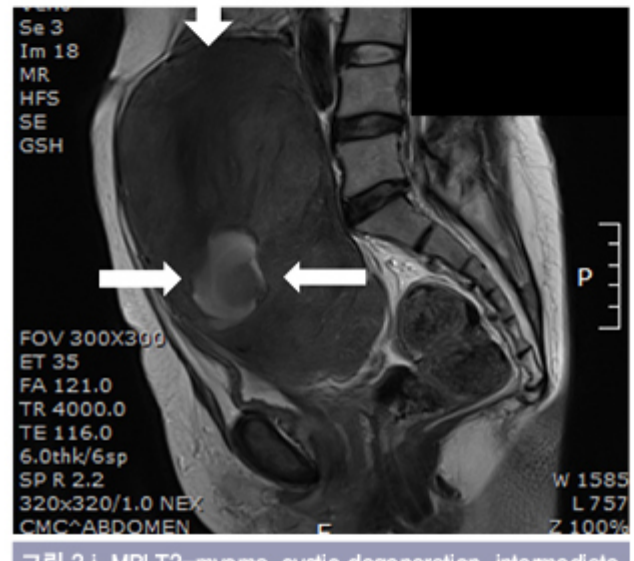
j, MRI T2-myoma, cystic degeneration, intermediate to high signal
